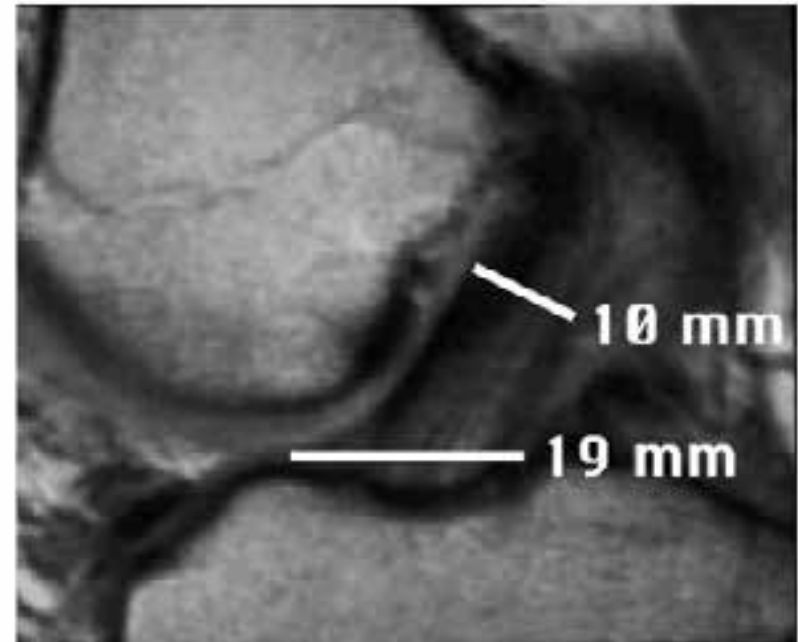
Sagittal dimensions of a normal ACL from origin to insertion is depicted by this MRI of a normal knee. The ACL insertion broadens anteriorly (19 mm) to nearly twice the width of the proximal two-thirds (10 mm) that contains the bulk of the ACL ligament fibers. The anterior flare of the ACL insertion cannot be replicated by a tubular or rectangular graft. (Reprinted with permission from [19])
